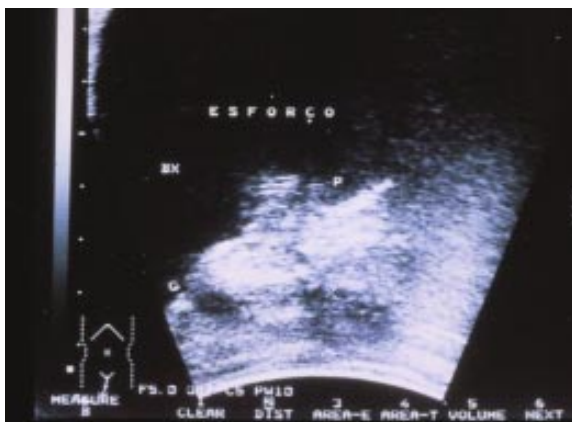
Ultra-sonografia do colo vesical. Esforço. Incontinência urinária de esforço. Mobilidade de 2,4cm
